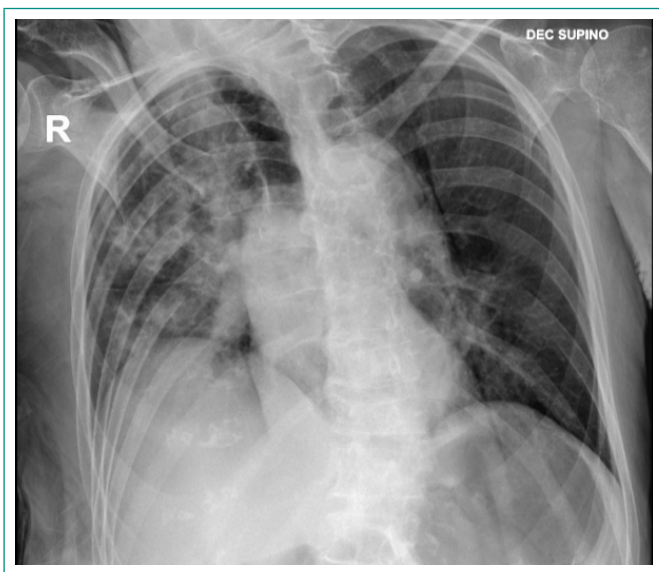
Radiografía de tórax con infiltrados alveolo intersticiales difusos de predominio en lóbulo superior derecho.
